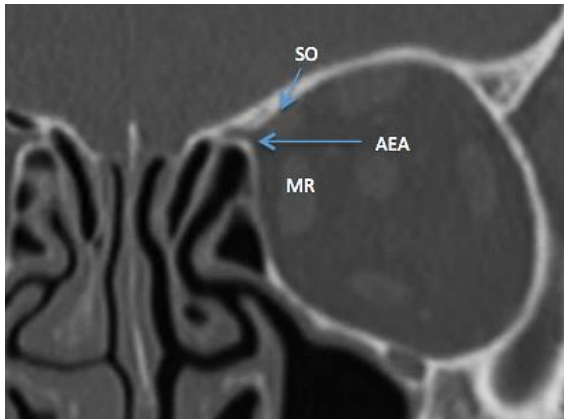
TC coronal de la arteria etmoidal anterior (AEA) que sale de la órbita por el foramen etmoidal anterior (entre los músculos oblicuo superior (SO) y el recto medial (MR))
